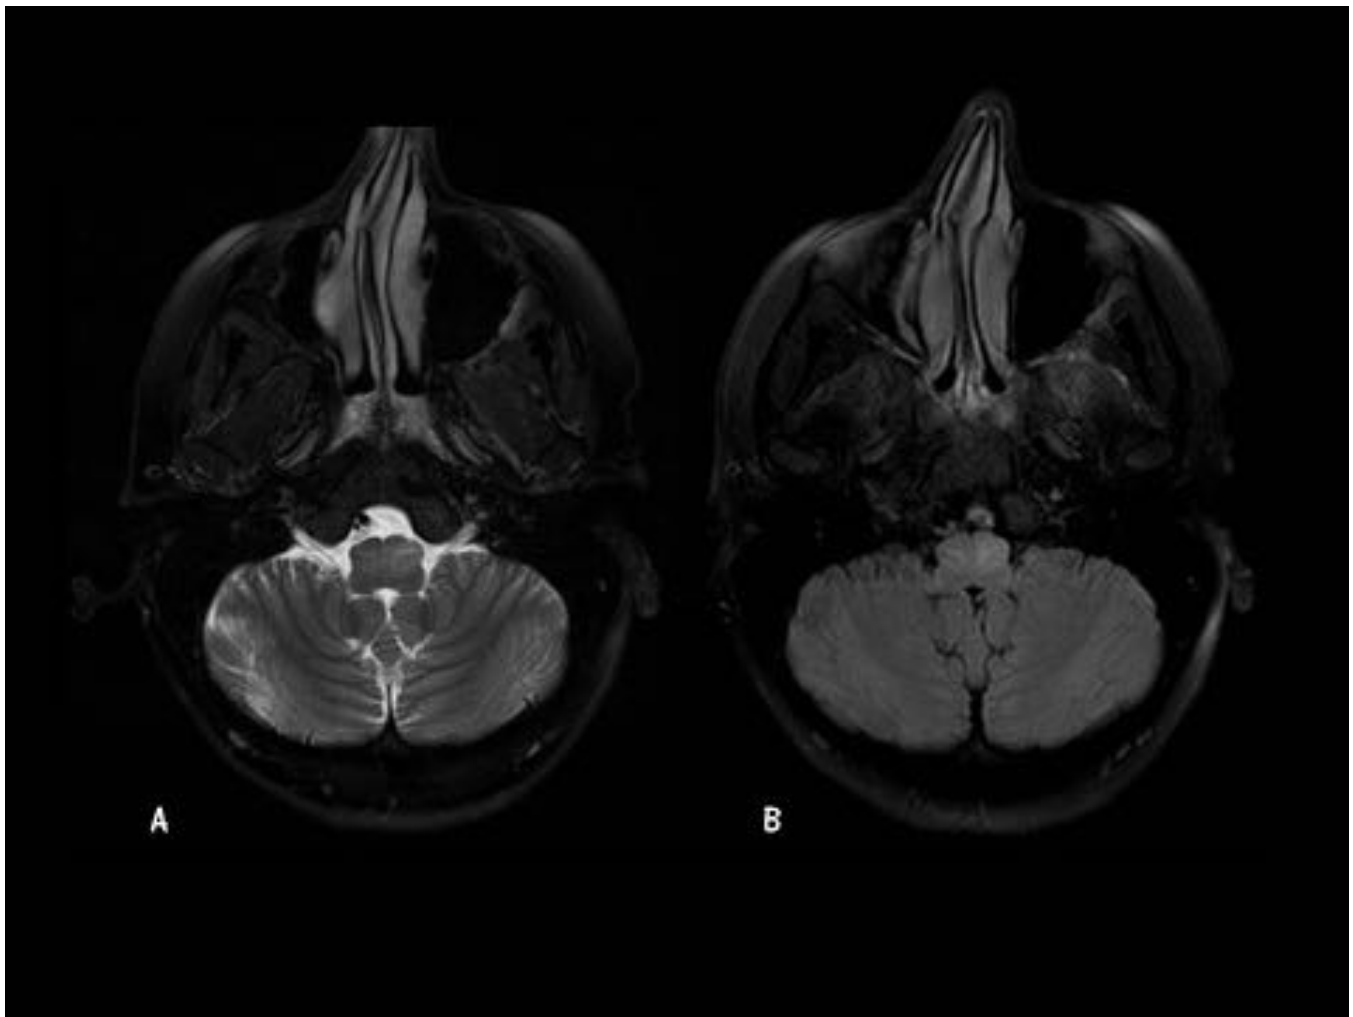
Caso 2. Etiología Desmielinizante. Mismo paciente que figuras anteriores (Ver figuras 9-11). RM Cráneo un año después. Imágenes axiales. A. T2 FS. B. FLAIR. Se aprecia un aumento de tamaño, así como un aumento de señal de la oliva bulbar y del tracto tegmental central; hallazgos característicos de la HOD.
